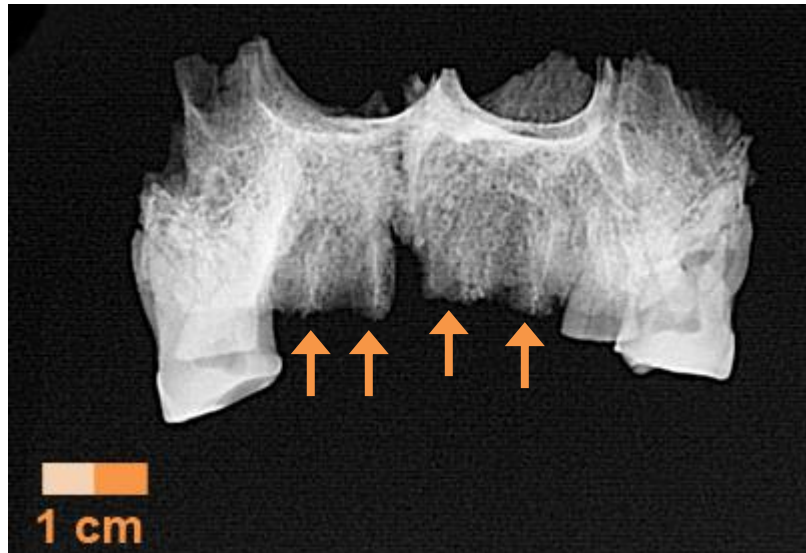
Ind. 844, Röntgenaufnahme Oberkiefer frontal, Pfeile: Knochensubstanzverlust (Bild: Rechtsmedizin Mainz)
